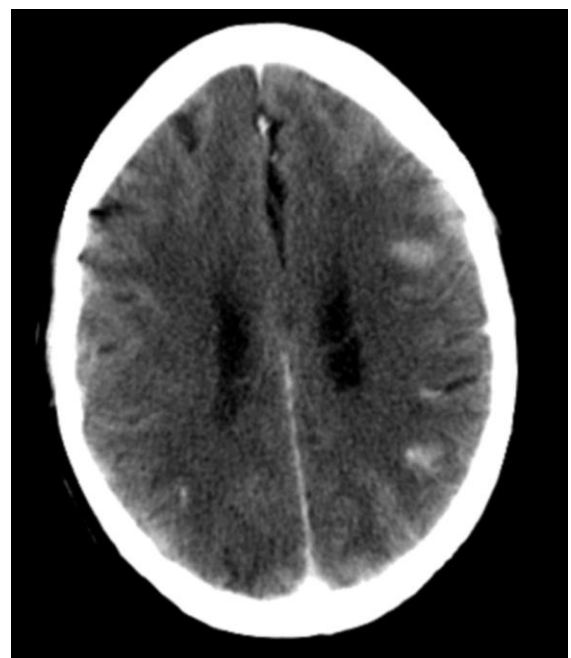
TC cerebral tras administración de CIV donde se muestra un realce difuso entre los surcos de la convexidad.
